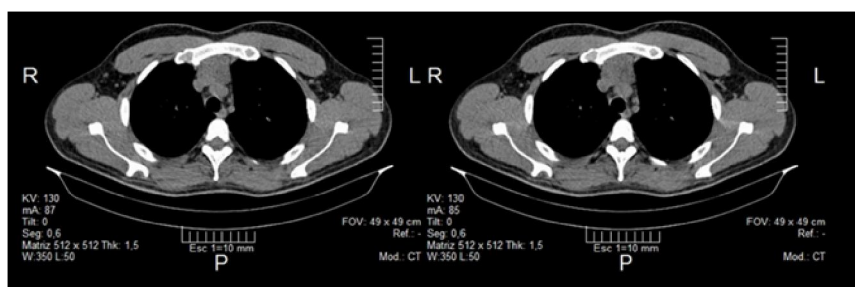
Tomografía de tórax contrastada antes del tratamiento
